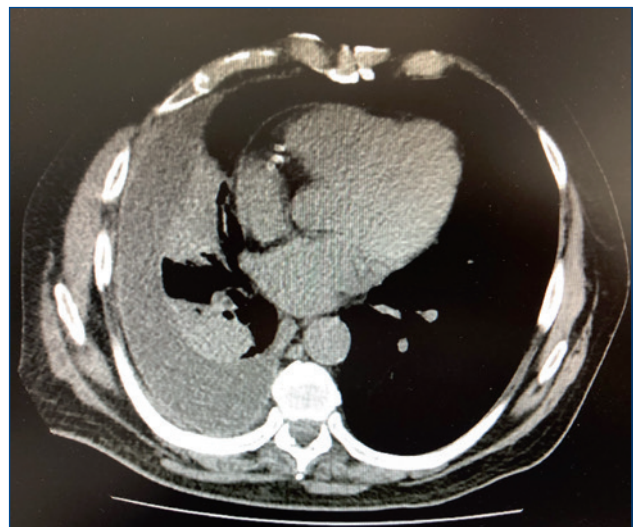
TC torace: versamento pleurico destro con atelectasia del LID.
